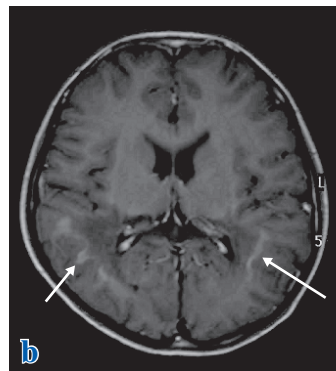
思春期大脳型 ALD 患者(13歳)の MRI 画像
